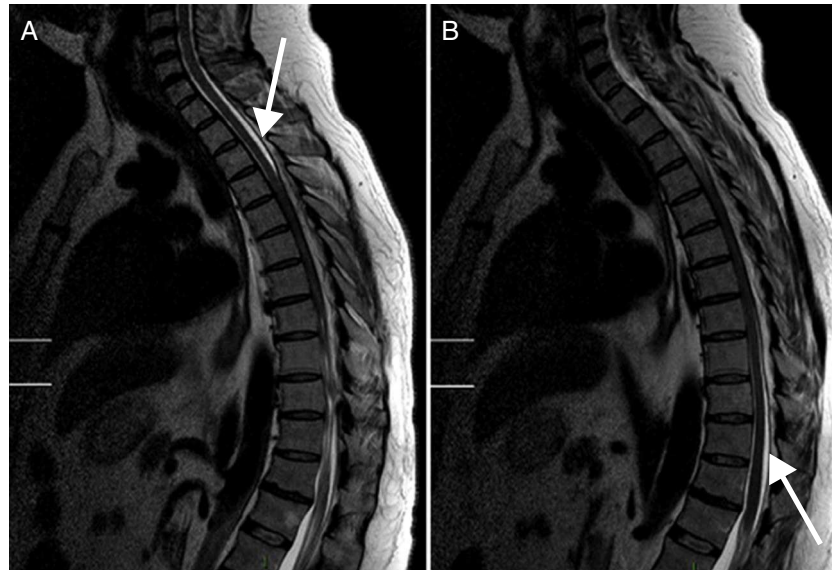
Resonancia magnética de columna cervicodorsal. Imagen sagital ponderada en T2. Se observa un marcado engrosamiento epidural, con cambio de señal hiperintenso, que comienza en región dorsal superior (A, flecha), provocando compresión medular, extendiéndose en sentido caudal hasta las vértebras lumbares (B, flecha).
